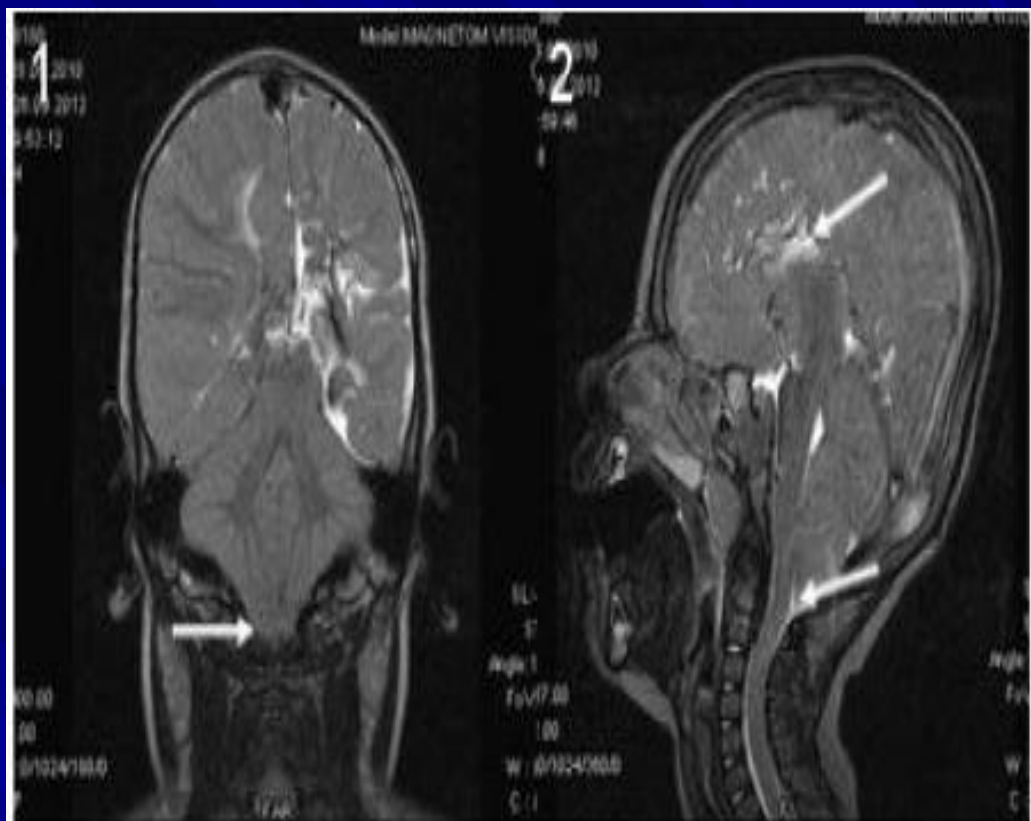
МР-томограми пацієнта з мальформацією Арнольда — Кіарі I типу (1 — корональна проекція, стрілка, 2 — сагітальна проекція, нижня стрілка) та агенезією мозолистого тіла (2 — сагітальна проекція, верхня стрілка).
